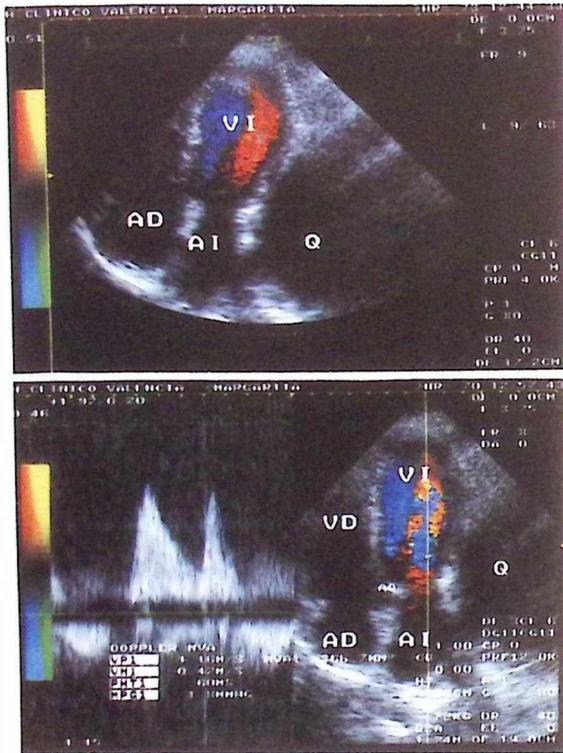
Ecocardiogramas bidimensionales obtenidos desde la posición apical de cuatro y cinco cavidades. Se observa el patrón de flujo transmitral obtenido mediante la técnica Doppler codificada en color y mediante la técnica de Doppler continuo (panel inferior) en cuyo registro se aprecia el predominio de la fase de llenado rápido con una velocidad máxima de 1.16 m/seg y un tiempo de hemipresión de 60 mseg. Abreviaturas como en la figura anterior.
